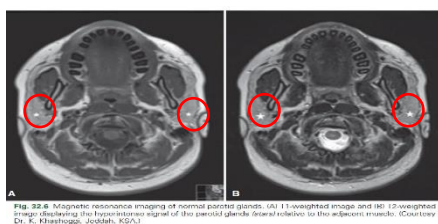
Magnetic resonance imaging of normal parotid glands. (A) T1-weighted image and (B) T2-weighted image displaying the hyperintense signal of the parotid glands (arrows) relative to the adjacent muscle. (Courtesy Dr. K. Khoshdel, Jeddah, KSA.)
